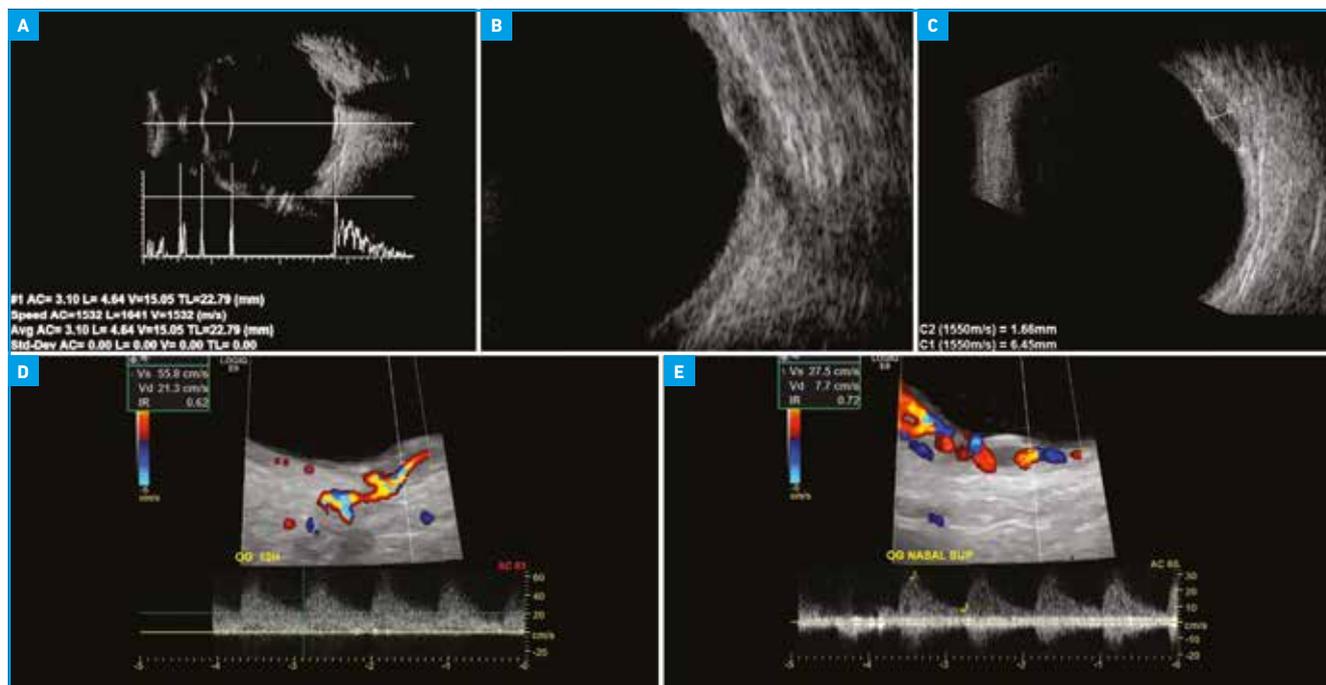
Petit mélanome du pôle postérieur. A : biométrie en immersion, lésion visible en nasal de la papille au contact de la tête du nerf optique. B : lésion lenticulaire avec franche hypoéchogénéité, signe d'excavation choroïdienne présente. C : mesures ne prenant pas en compte la rétine en avant ni la sclère en arrière (épaisseur inférieure à 2 mm, mais lésion nettement suspecte). D et E : échodoppler couleur montrant un vaisseau perforant issu de la circulation ciliaire postérieure en Doppler pulsé (vaisseau intralésionnel artériel de vélocité élevée à 27 cm/s).
